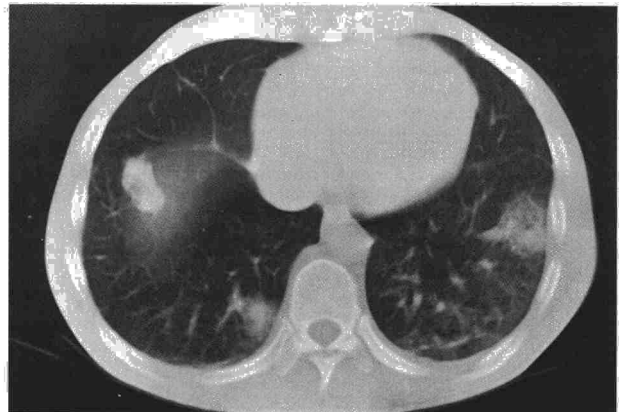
TAC torácica. Se observan condensaciones bilaterales cavitadas, algunas de ellas en contacto con la pleura visceral.
